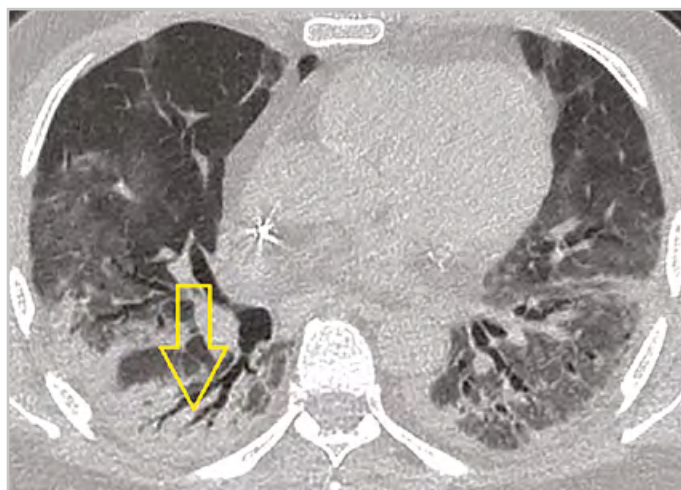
Компьютерная томограмма грудной клетки пациентки Д., 70 лет. Аксиальная плоскость — в задних отделах обоих легких прослеживается уплотненная ткань (консолидация), на фоне которой прослеживаются бронхи — воздушная бронхограмма (*стрелка*)
